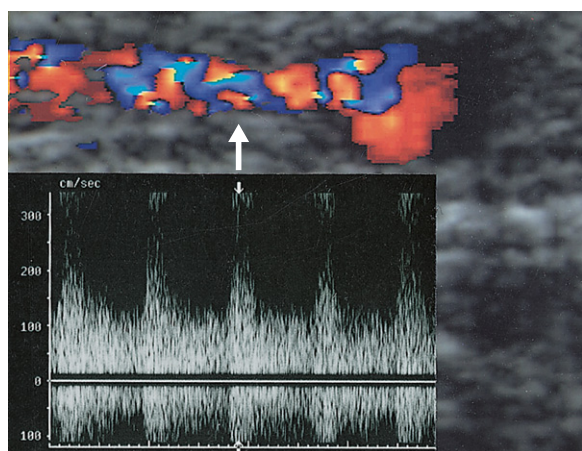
Das im Querschnitt gewonnene Farb-Dopplerbild eines Venenbypasses stellt eine arterio-venöse Fistel dar (Pfeil). Das Dopplerspektrum zeigt im Bereich der Fistel ein hohes Flussvolumen bei geringem Widerstand.
